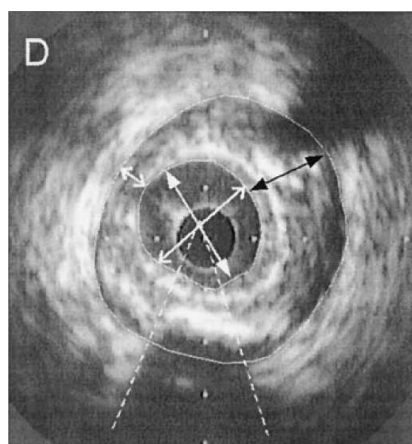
Échographie endo-vasculaire en présence de plaque athéromateuse (la double flèche blanche centrale correspond aux diamètres maximum et minimum de la lumière ; les épaisseurs minimum et maximum de la plaque athéromateuse sont indiquées par les flèches blanche et noire ; la lumière et la paroi externe sont tracées, ainsi que l'arc de calcification ; la région circulaire centrale correspond à la sonde) (d'après [Mintz et al. 2001]).
